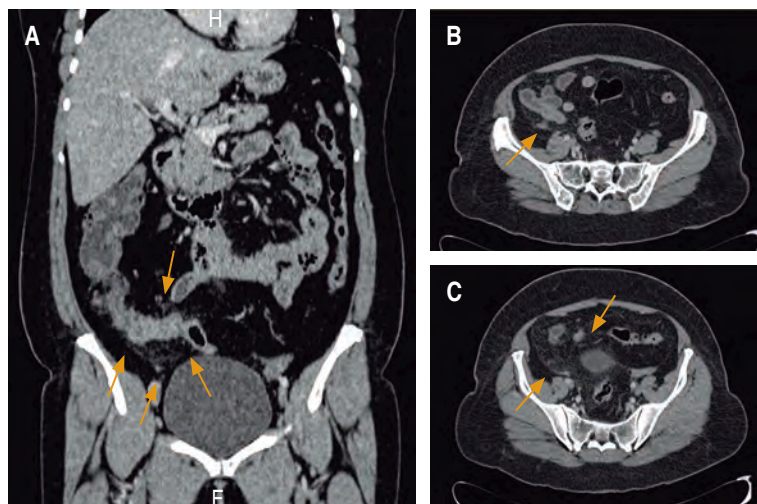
A) Corte coronal, en el que se visualiza realce periférico de la mucosa de asas de intestino delgado y los cambios por estriación de la grasa adyacente. B) Tomografía de abdomen corte axial, posterior a la administración de material de contraste, se identifica aumento en la densidad de la grasa mesentérica en topografía de la fosa iliaca derecha adyacente al ciego, así como realce periférico de la mucosa del mismo, lo cual se asocia a múltiples imágenes de aspecto nodular correspondientes con ganglios de características inflamatorias. C) Cambios inflamatorios de la grasa mesentérica que se extiende hacia el hueso pélvico.
